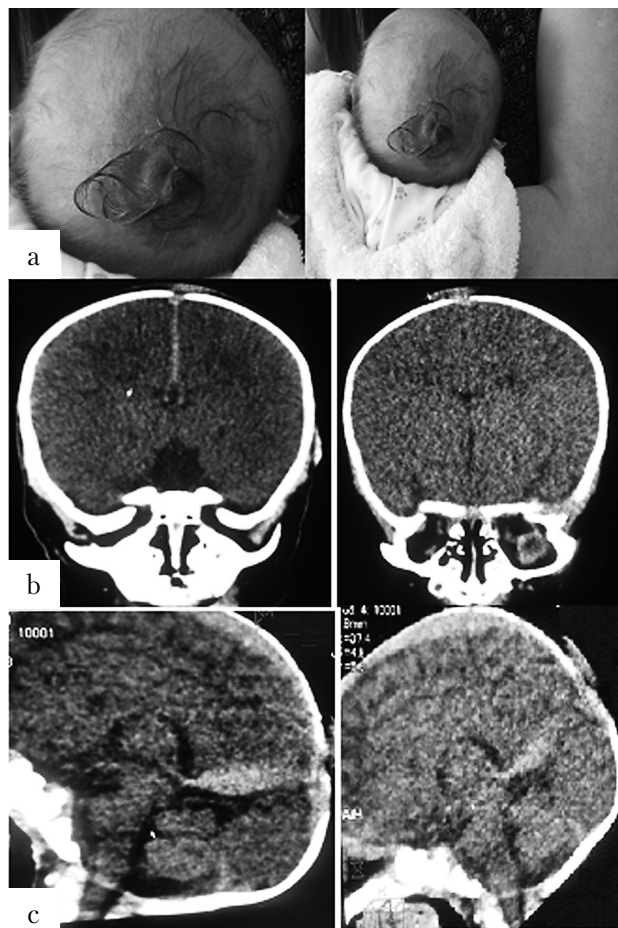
Patient C.: a — overlying SP skin has a reddish discoloration; b — CT (soft tissue window) demonstrates occipital skull defects associated with abnormal soft tissue density; c — CT without contrast enhancement shows enlarged right sinus
